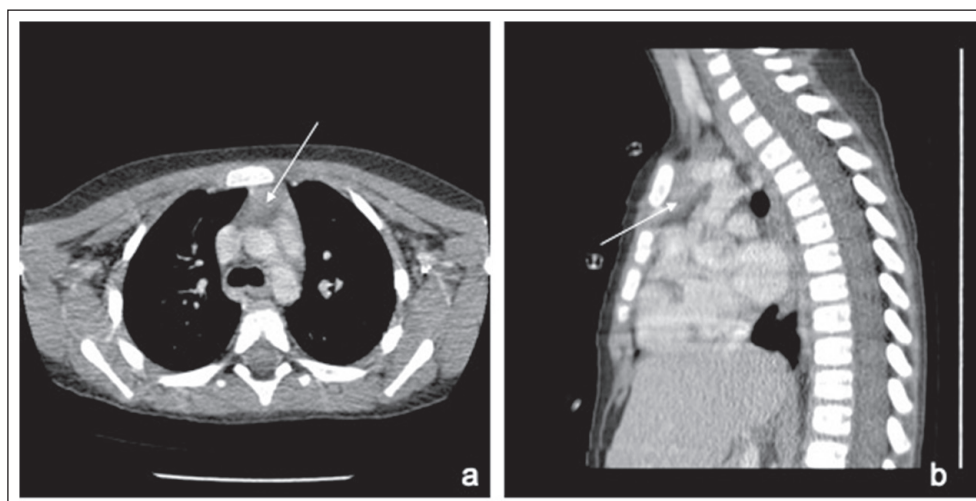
Tomografía computada de tórax con contraste. Se identifica con una flecha el timo en la visión axial (a) y sagital (b), de tamaño normal para la edad del paciente.
